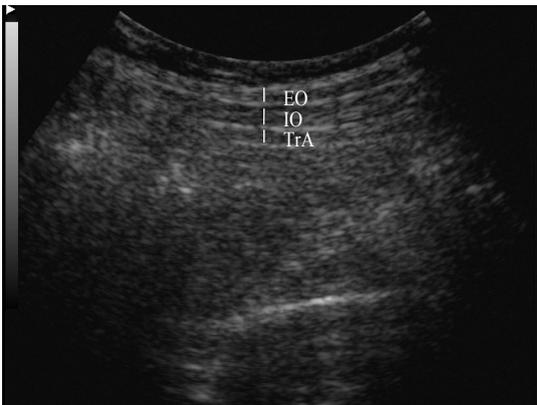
ultrasonographic imaging of rest
